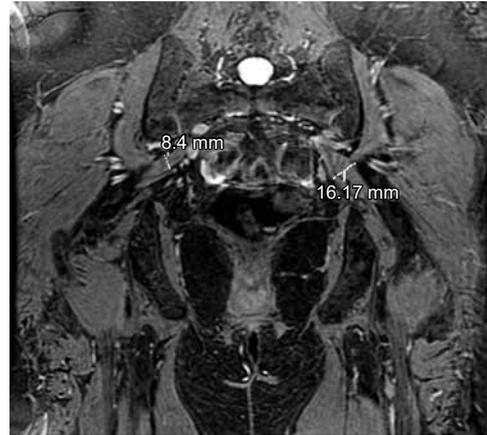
RM pelvis. Coronal 3D COSMIC ASPIR. Asimetría de los músculos piriformes con engrosamiento del lado izquierdo: 16.1 mm.
